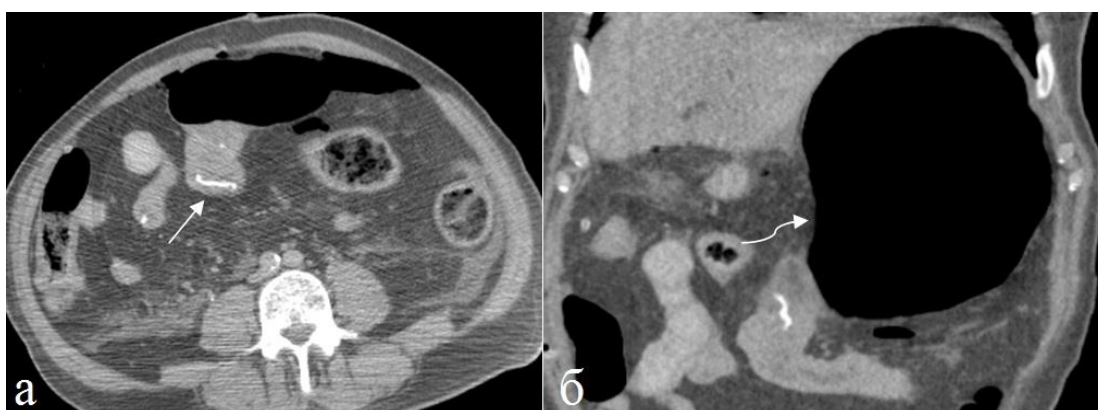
Больной 57 лет. Аневризматическое расширение тонкой кишки. В анамнезе операция на кишечнике с наложением энтеро-энтеро анастомоза. а) Аксиальная томограмма, б) коронарная реконструкция. Частичная непроходимость на уровне анастомоза. Металлические скобки (прямая стрелка) помогают идентифицировать место анастомоза. Приводящая петля (изогнутая стрелка) значительно расширена, содержит газ.
